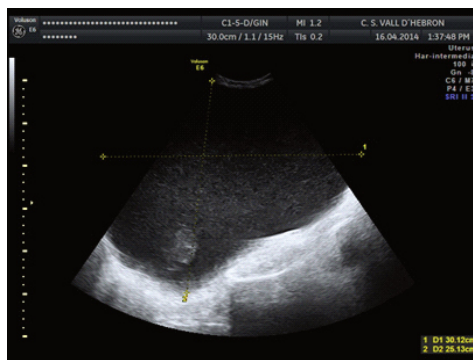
Imagen de ecografía transabdominal en escala de grises de un cistoadenoma mucinoso. Quiste gigante (30x25cm) ecogénico y de superficie lisa. Ausencia de ascitis.
